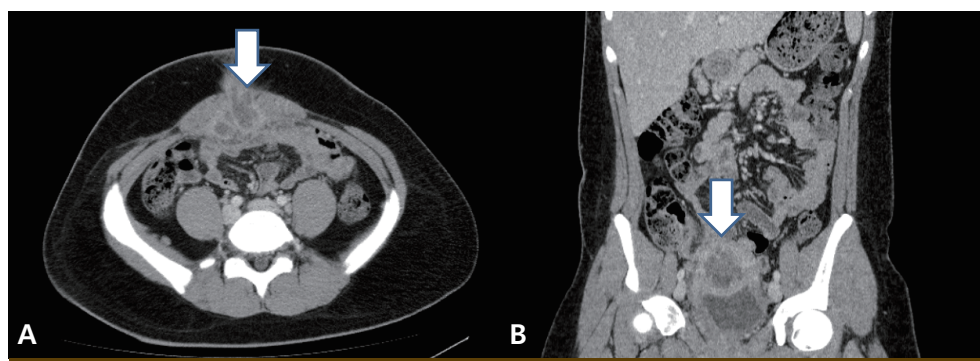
Abdominal CT shows the abscess (arrow) of urachal remnant between bladder and rectus abdominis muscle (A: transverse section, B: coronal section).
